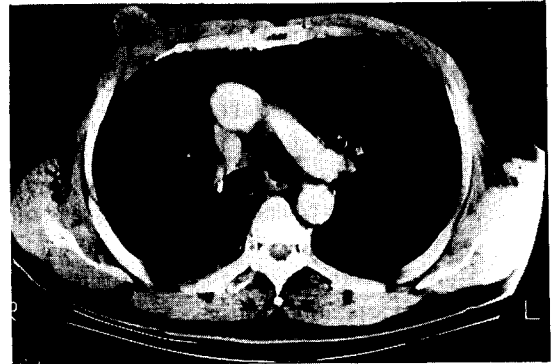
흉벽종양으로 확대 절제술전 흉부 전산화 단층 촬영 우측 흉부 전면에서 직경 4cm 되는 연부조직 종괴가 보이고 있으며 이 종괴 위치는 이전에 경피적 폐생검술을 시행한 위치와 일치하고 있다.
